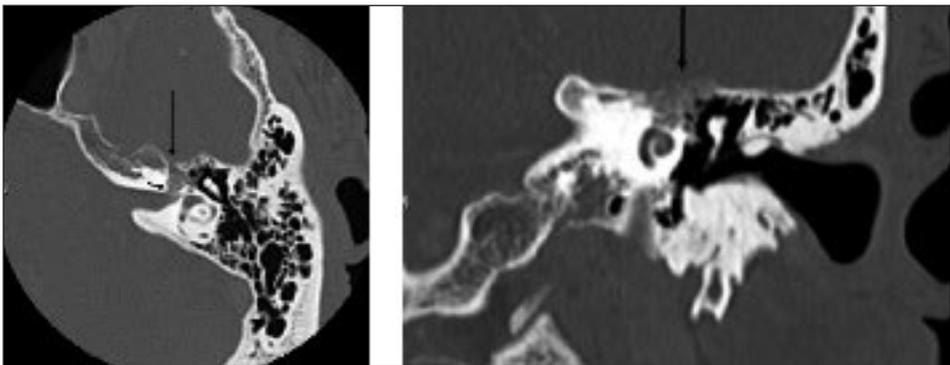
TC emangioma del ganglio genicolato. A sinistra: Scansione TC assiale. A destra: scansione TC coronale
